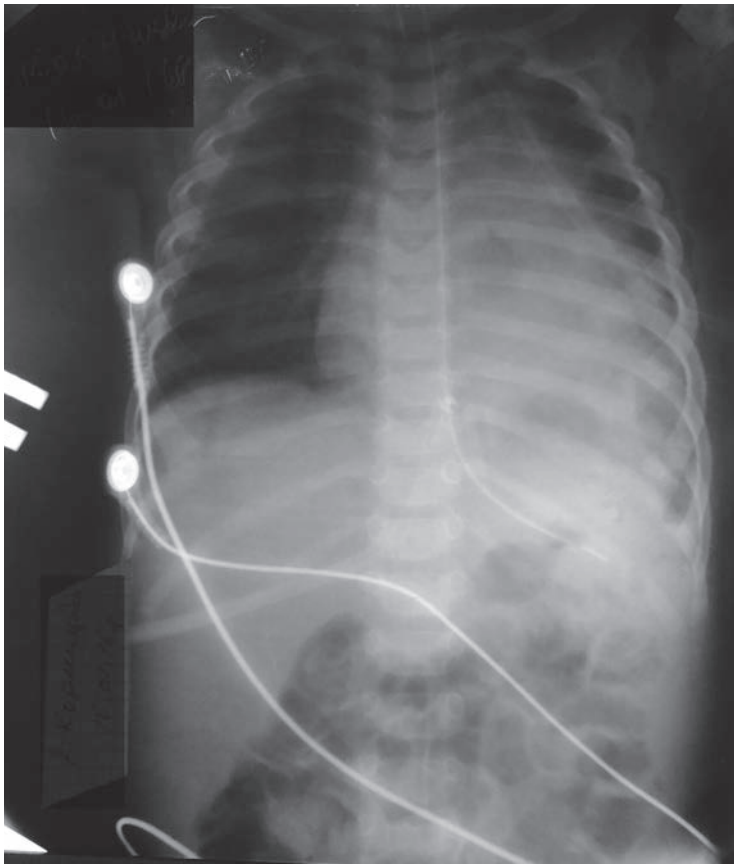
Рентгенограма органів грудної порожнини дитини К., 2-і дні перебування в стаціонарі
